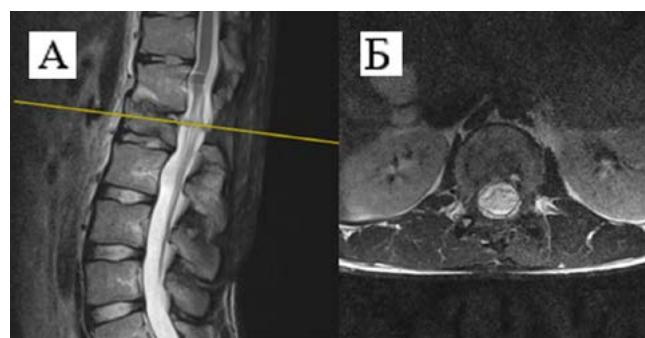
МРТ поясничного отдела позвоночника 04 ноября 2024 года: сагиттальная (А) и аксиальная (Б) проекции. Признаков компрессии невралгических структур не визуализировано
